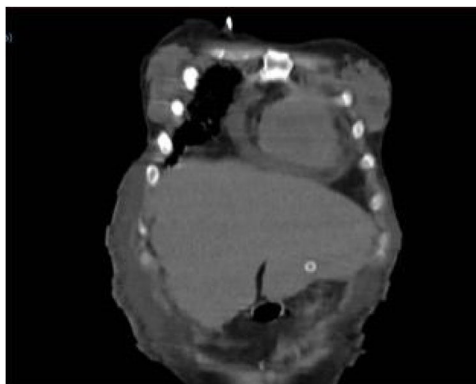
TAC en corte coronal donde persiste imagen del trayecto de la sonda a través del segmento III hepático.
